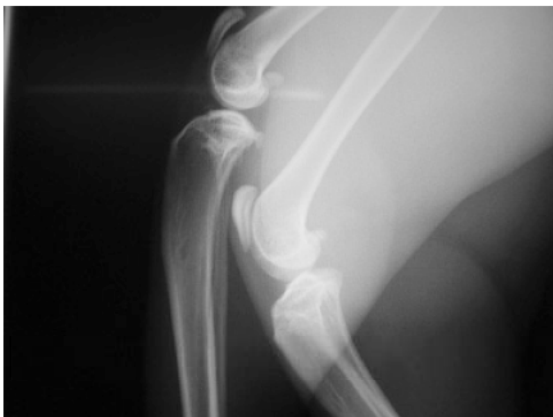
X線ラテラル像 離断性骨軟骨症 (症例2)
